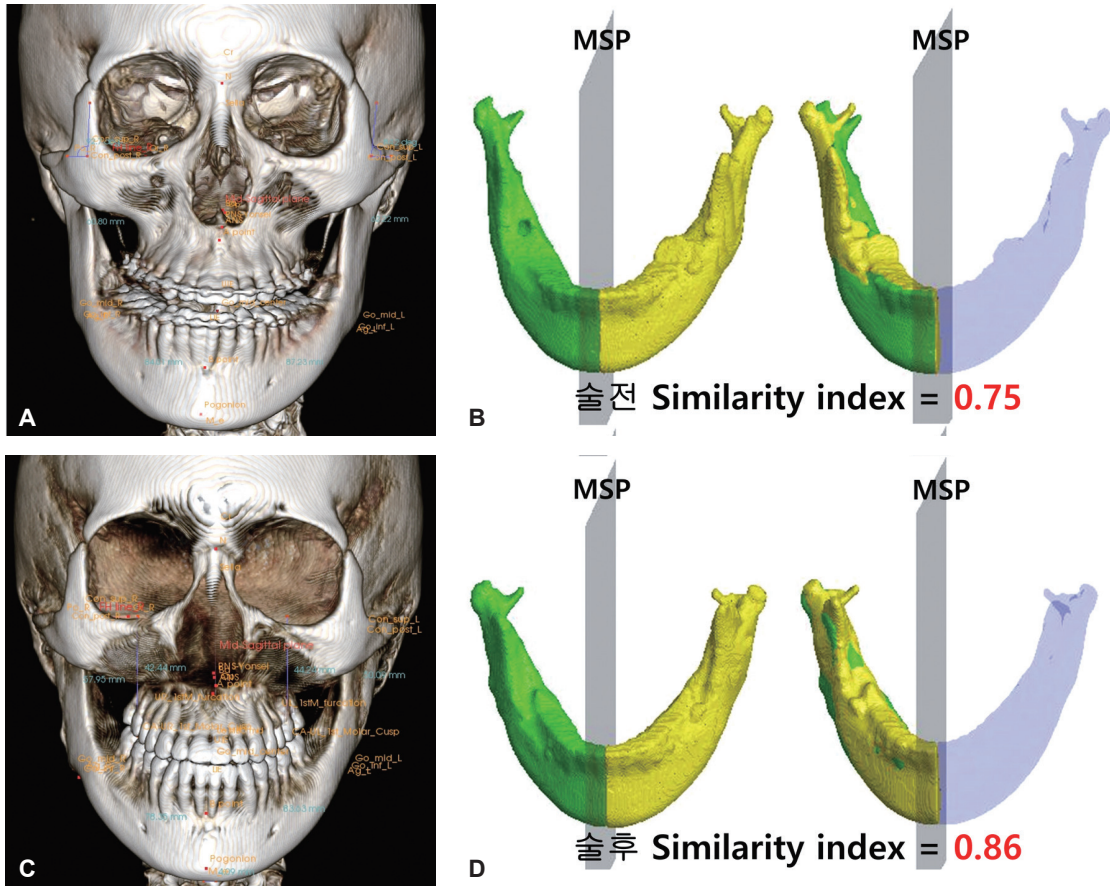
Presurgical 3D facial CBCT image (A), presurgical SI calculated based on the MSP (facial midsagittal plane) (B), postsurgical 3D facial CBCT image (C), postsurgical SI calculated based on the MSP (D).
